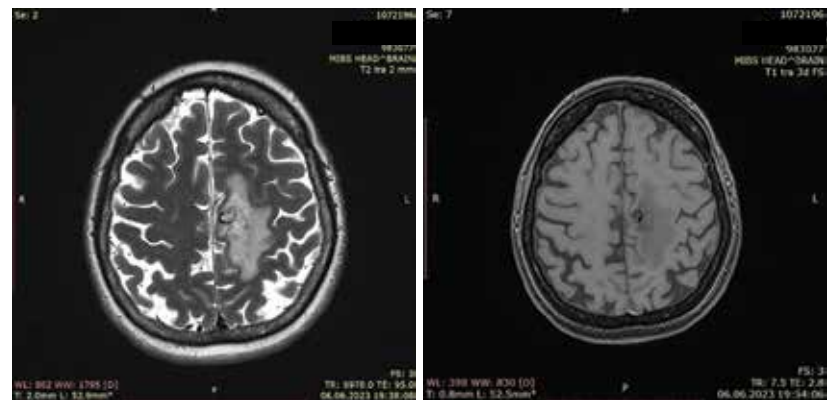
МРТ головного мозга от июня 2023 г.: прогрессирование не подтверждено
